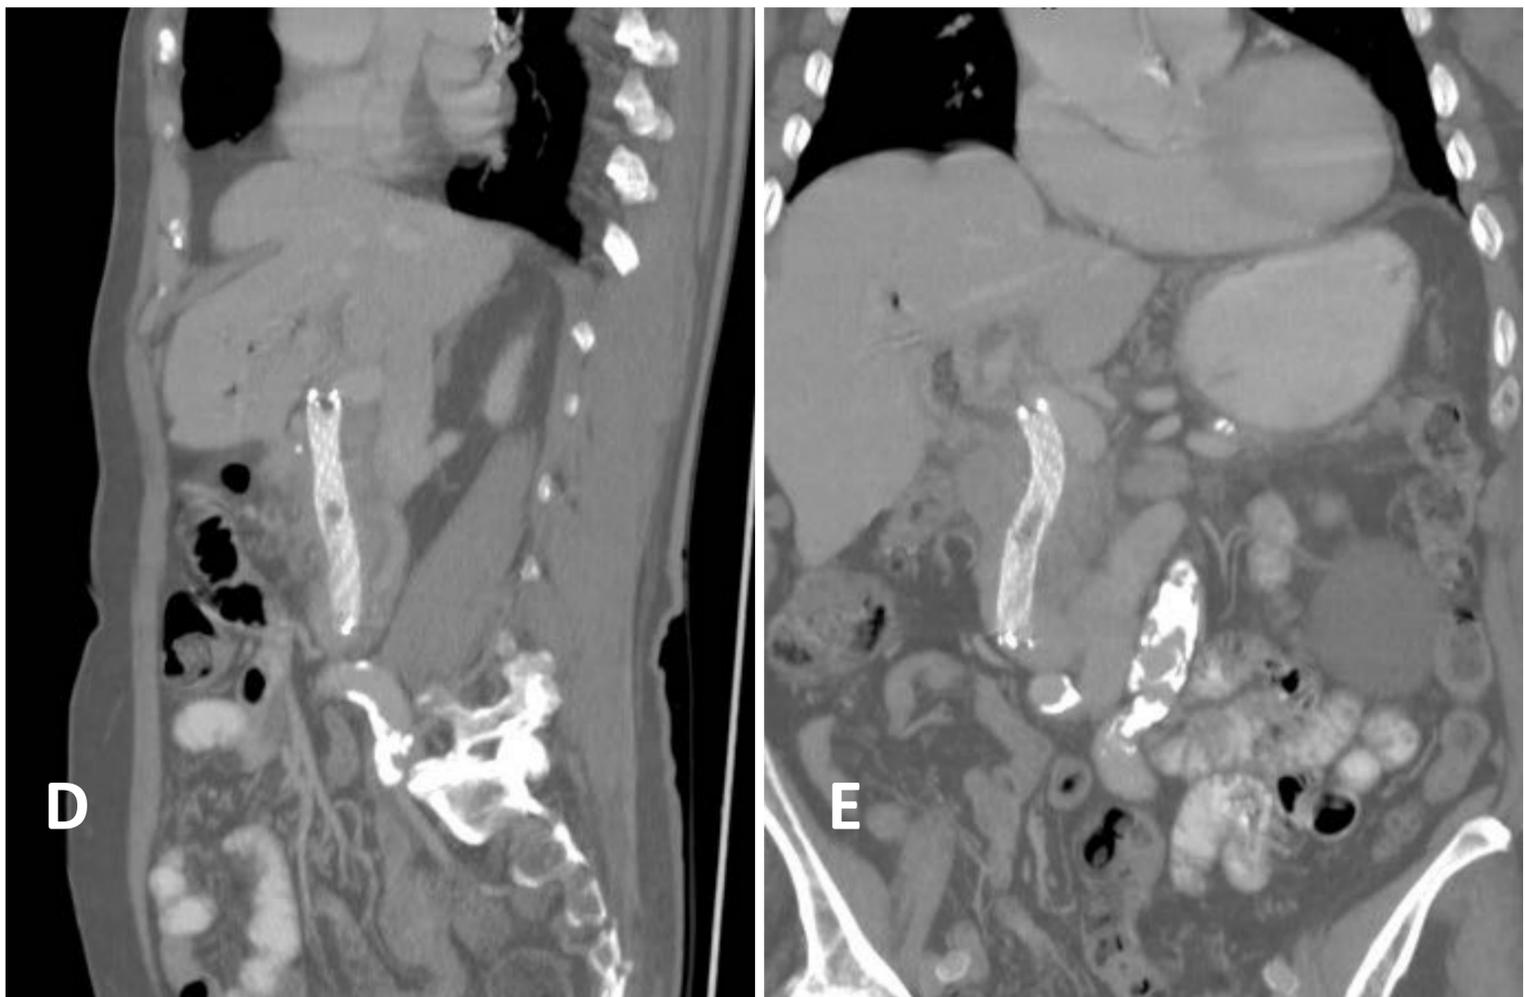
Paciente con ictericia obstructiva por neoplasia de páncreas que requiere colocación de drenaje externo – interno, posicionado a través de radicales biliares izquierdos. TC abdominal con imágenes sagital (a), axial (b) y coronal (c). Finalmente se coloca una prótesis biliar. TC abdominal con reconstrucciones sagital (d) y coronal (e).
